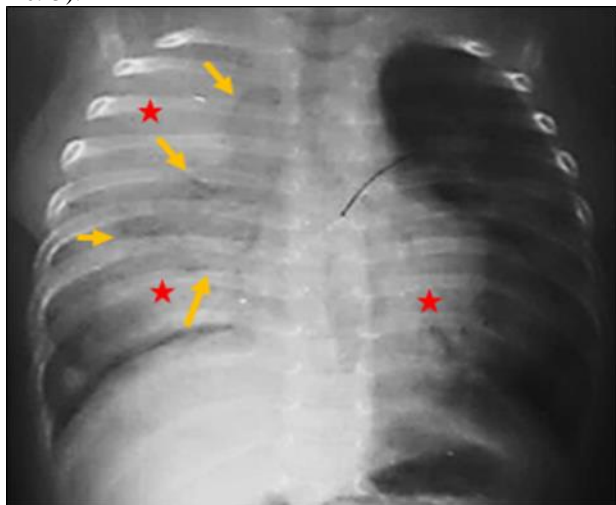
Radiographie standard du thorax de face. Hyperaération diffuse avec 7 arcs costaux antérieurs et 9 arcs postérieurs au-dessus de la coupole diaphragmatique droite, condensations alvéolaires des lobes, supérieur droit, moyen et inférieur gauche contenant des clartés non aériques
